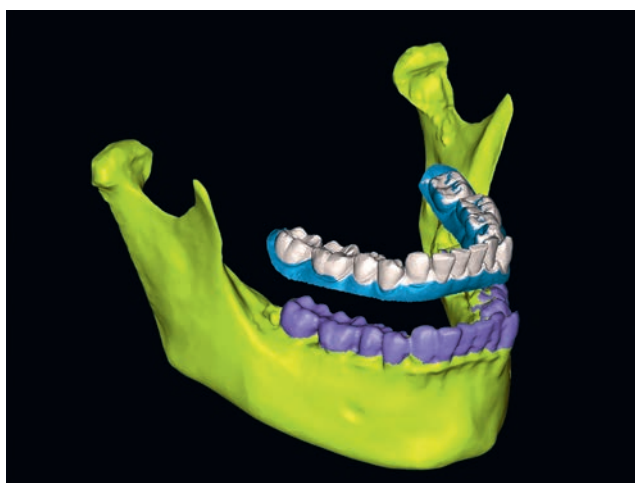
Позиционирование сегментированной нижней челюсти из КТ-исследования по моделям нижнего зубного ряда в окклюзии по выделенным областям обеих моделей
